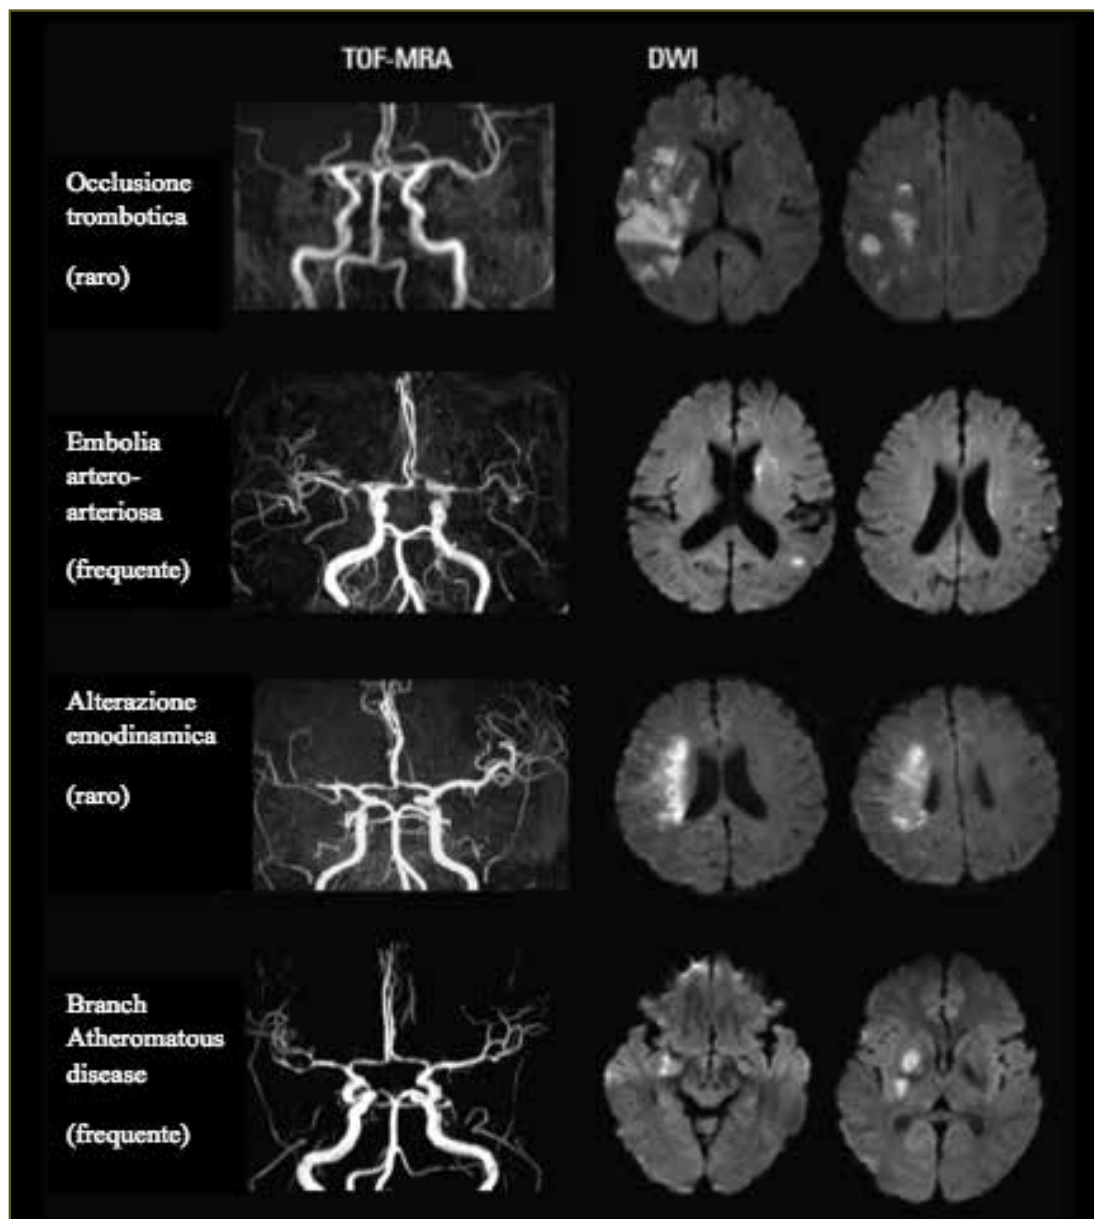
Meccanismi di ictus in pazienti con aterosclerosi intracranica (AI). A L'occlusione trombotica è un fenotipo raro di AI. L'AngioRM mostra occlusione trombotica in situ a livello della placca stenotica. L'esame DWI mostra infarti territoriali da compromissione emodinamica e infarti embolici corticali. (B) Embolia artero-arteriosa è uno dei fenotipi più comuni di AI. Di solito si associa con stenosi intracranica grave. La DWI evidenzia infarti embolici corticali piccoli e disseminati. (C) L'alterazione emodinamica rappresenta un altro fenotipo di AI, che si associa solitamente a stenosi grave e marcata compromissione emodinamica. La DWI mostra tipicamente infarti di confine. La crescita dell'infarto con peggioramento neurologico è comune. (D) L'occlusione dei piccoli vasi è un fenotipo comune nell'AI. Spesso tale fenotipo è classificato erroneamente come patologia delle piccole arterie per il grado lieve di stenosi osservato all'AngioRM, i piccoli infarti profondi alla DWI. Figura tratta dalla Review: Bang OY. Intracranial Atherosclerosis: Current Understanding and perspectives. *Journal of Stroke*, 2014 (96) (modificata).
